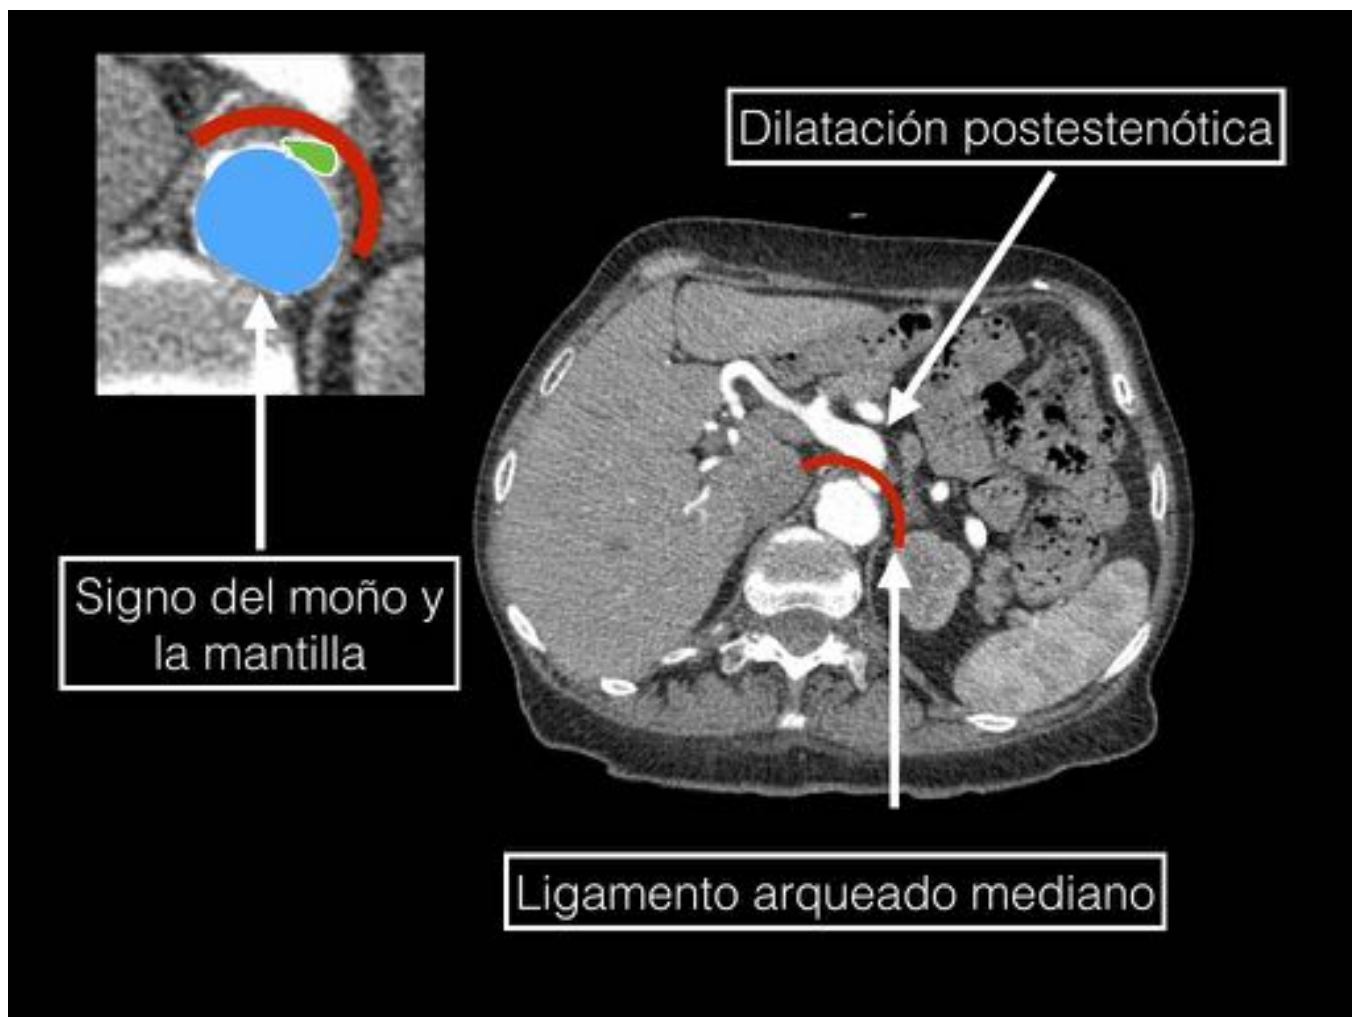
En este TC axial realizado con contraste, podemos observar uno de los signos típicos del ligamento arcuato mediano vaporable en la proyección axial, el signo del "moño y la mantilla". Esta imagen radiológica, la describimos como la visualización en un mismo plano de corte, del tronco celiaco comprimido y deformado entre la aorta abdominal dorsalmente, y el ligamento arcuato ventralmente.
